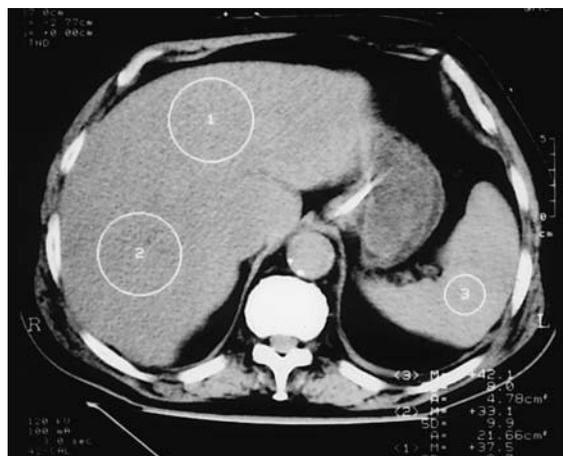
Imagen de la TC con valores normales de las densidades, medidas en unidades Hounsfield, del hígado y del bazo.
